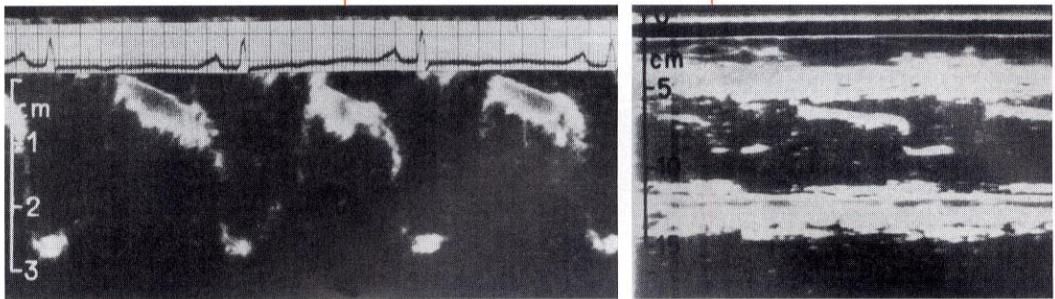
僧帽弁狭窄患者の第3肋間胸骨左縁付近で記録された矩形波エコー
